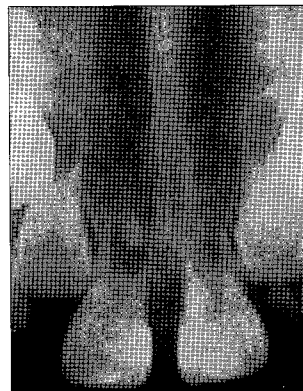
Periapical radiograph after 4 months
